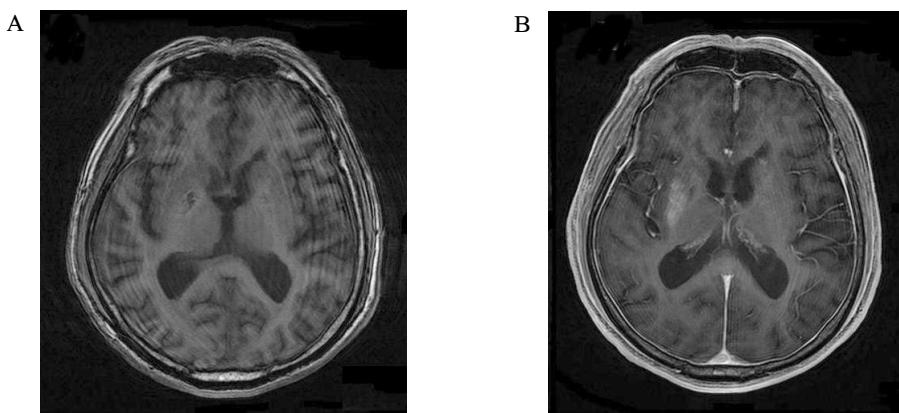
Brain MRI images. A (left). T1 weighted images revealed a high intense signal on the right putamen. B (right). Gadolinium enhancement was noted on the same area.
